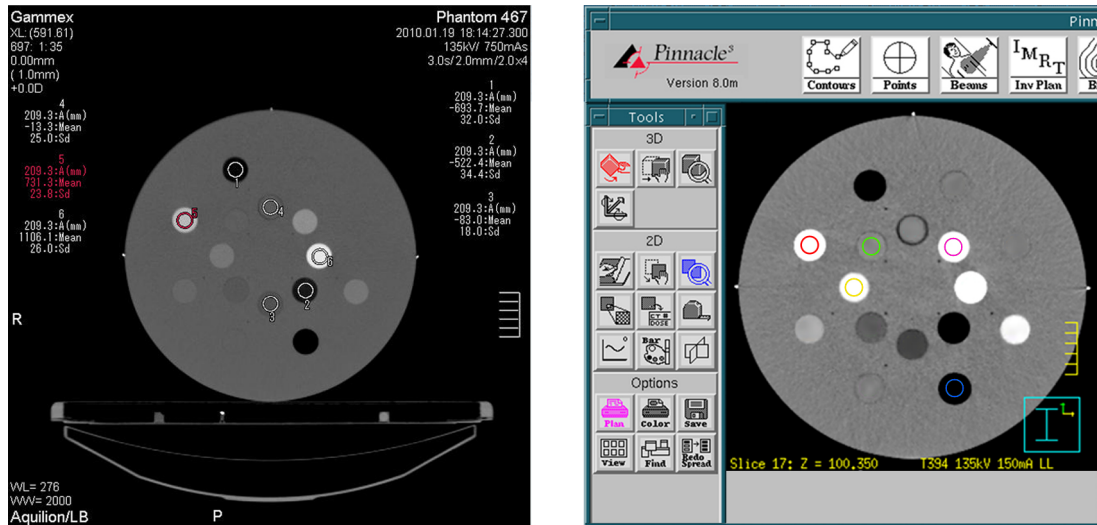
Ermittlung der CT-Werte am Computertomographen (links) und im Bestrahlungsplanungsprogramm (rechts).
